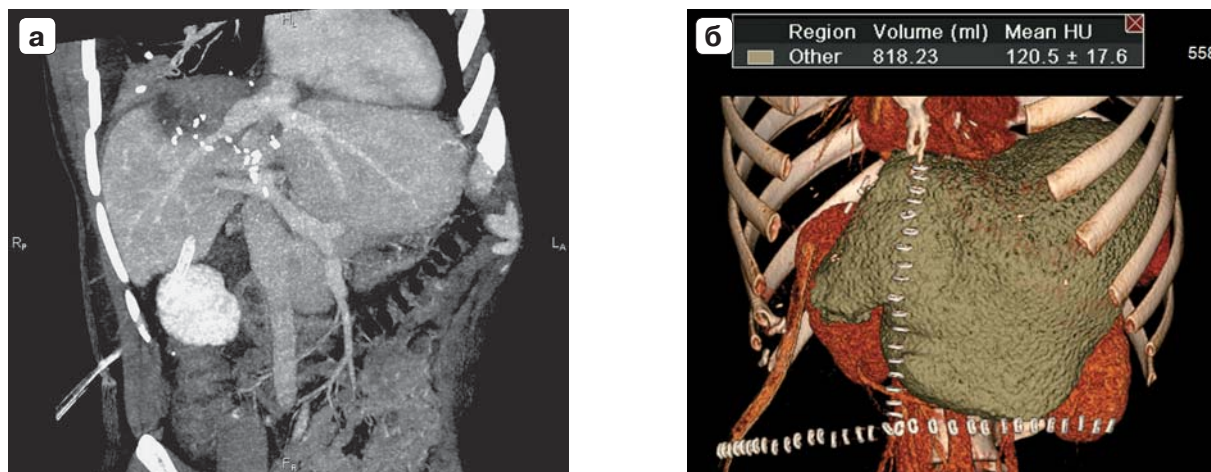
Компьютерная томограмма. Контрольное исследование через 7 дней после оперативного вмешательства: а — клиническое наблюдение 1; б — клиническое наблюдение 2.
